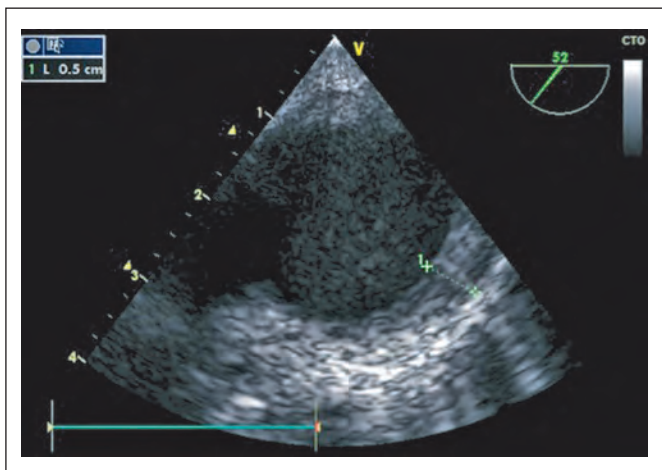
Transösophageale Echokardiographie: Deutlich zeigt sich eine Wandverdickung (5 mm) der kranialen thorakalen Aorta.
